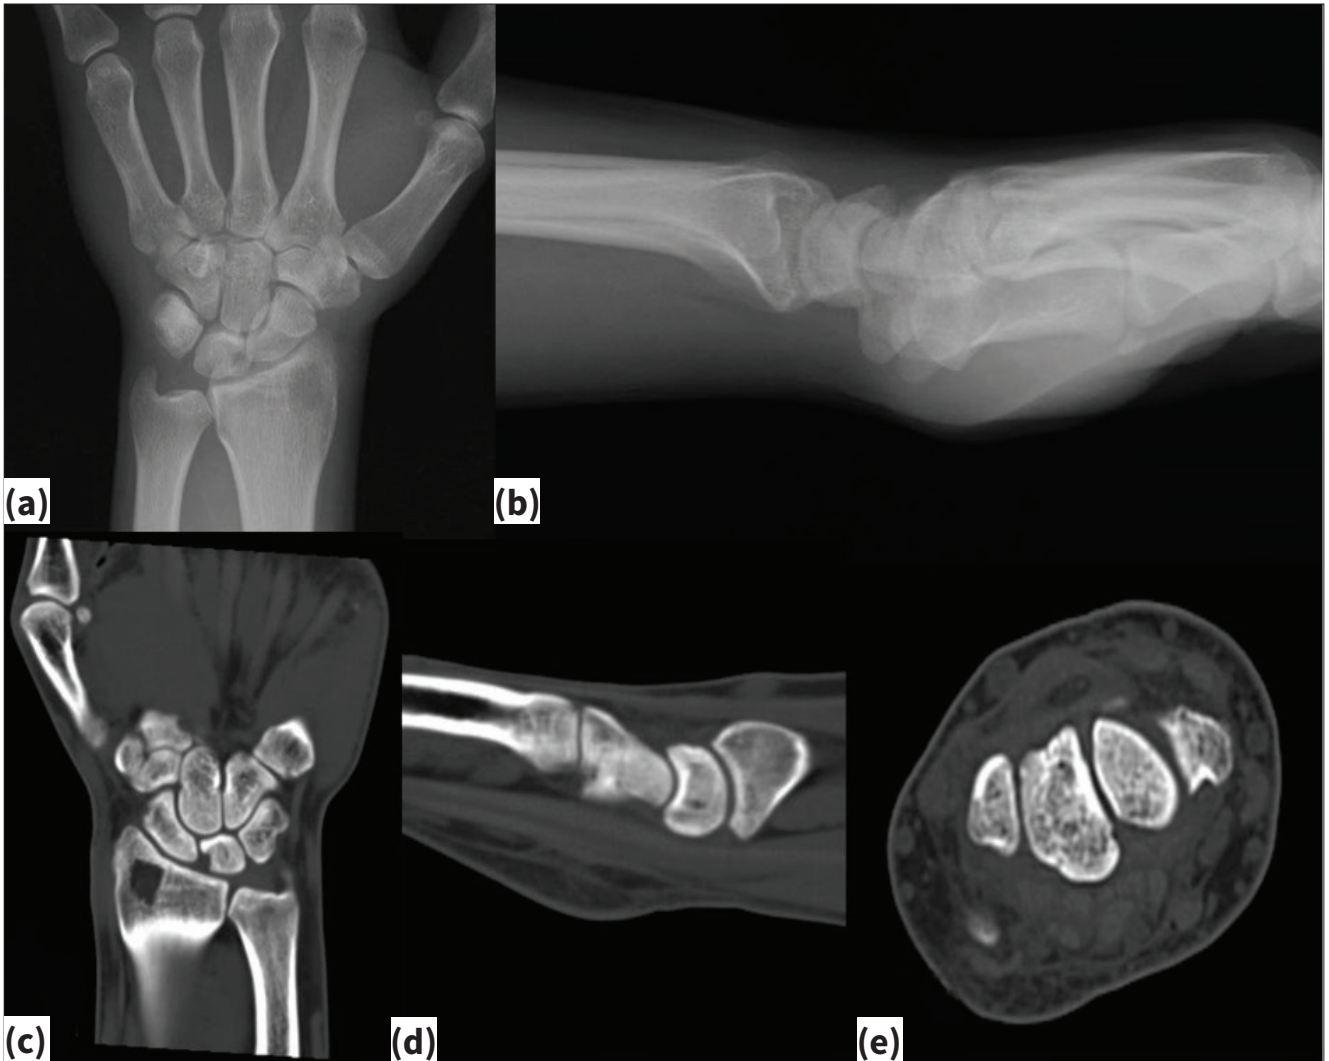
a-g. Lunatumda intraosseöz ganglion kisti olan bir hastanın posteroanterior (a) ve lateral (b) radyografileri görülmektedir. Bilgisayarlı tomografi kesitlerinde kistik lezyonun yerleşimi ve skafolunat eklem aralığına açıldığı görülmektedir (c, d, e). Aynı hastanın MRG incelemesinde lezyonun kemik içerisinden skafolunat ekleme invaze olduğu izlenmektedir (f, g).
